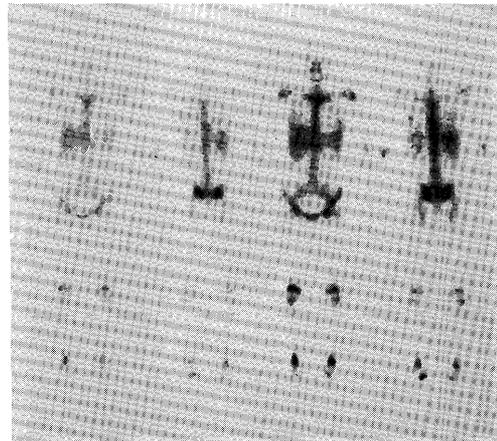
Ga-67 scintigrams show increased bone uptake.
